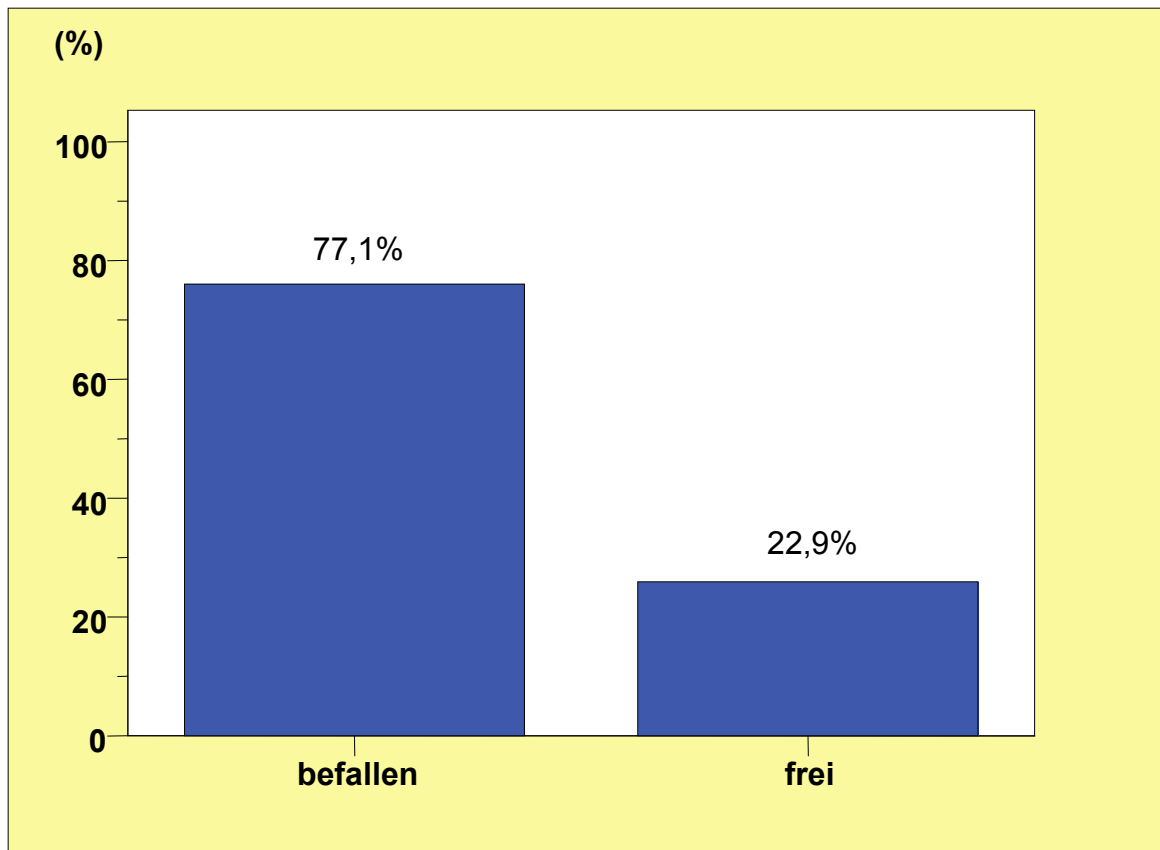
sonographischer Basisbefall
